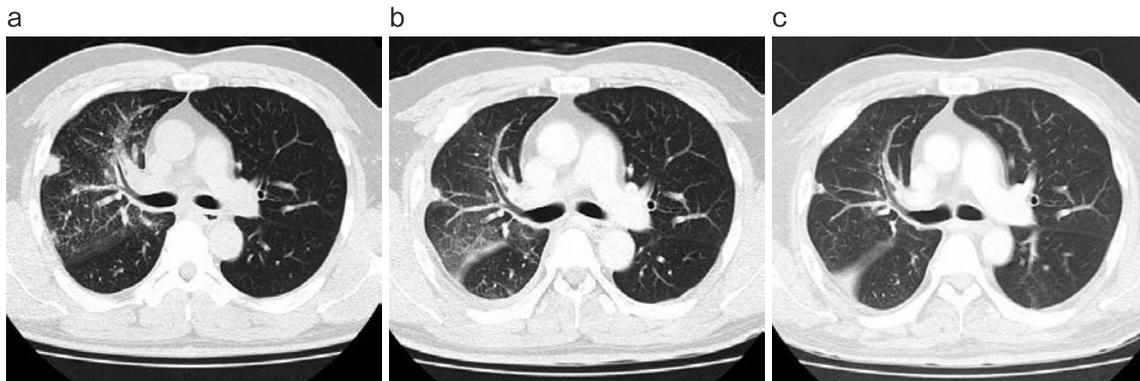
胸部CT。(a) 初診時. 右上中葉の多発結節影, 気管支血管束の肥厚や周囲のすりガラス影を認めた。(b) クリゾチニブ投与開始1ヶ月後. 結節影の縮小を認めた。(c) アレクチニブ投与開始1ヶ月後. 結節影の縮小や気管支血管束の肥厚とすりガラス影の消失を認めた.
